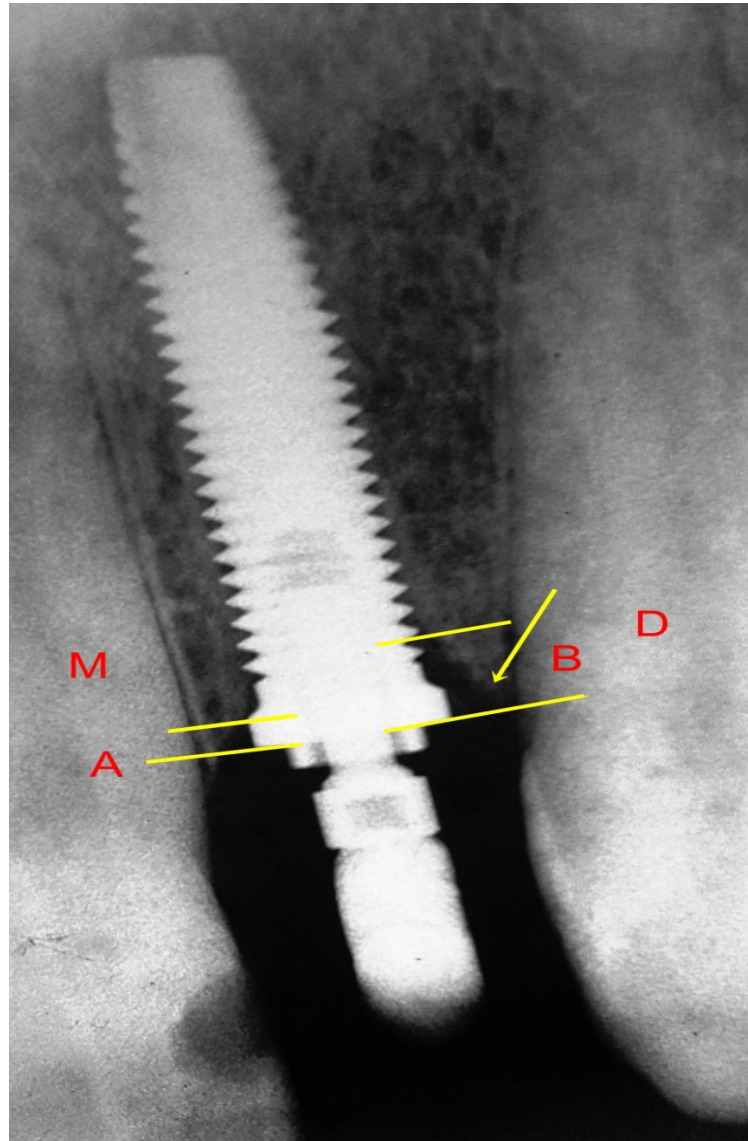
Análisis de la radiografía de control a los seis meses de seguimiento, en alveolos postexodoncia. A, Altura da cresta ósea remaneciente por mesial. B, altura da cresta ósea remaneciente por Distal. M, Primer contacto implante-hueso mesial. D, primer contacto implante-hueso distal.
